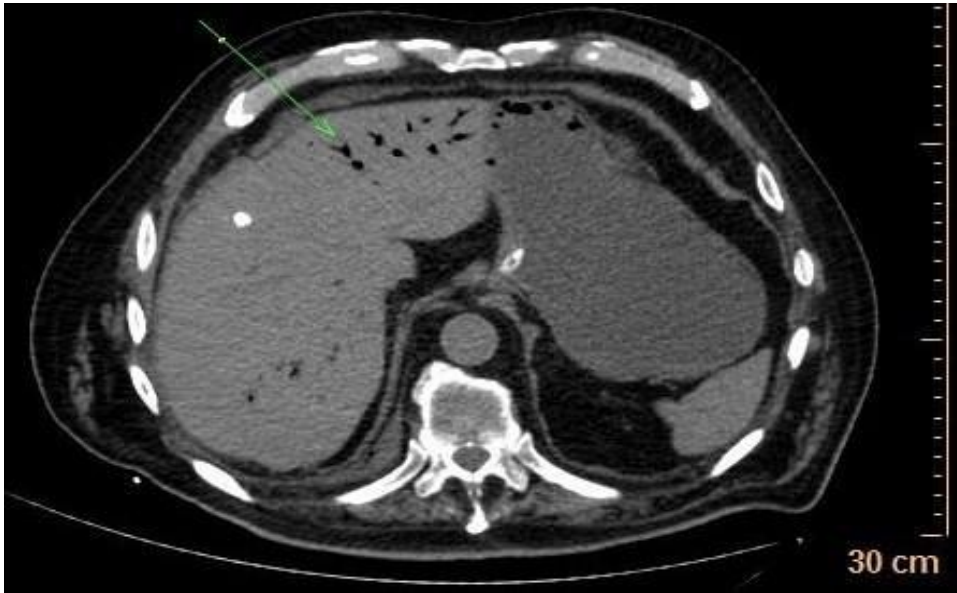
TDM abdominale coupe axiale objectivant une éroportie
